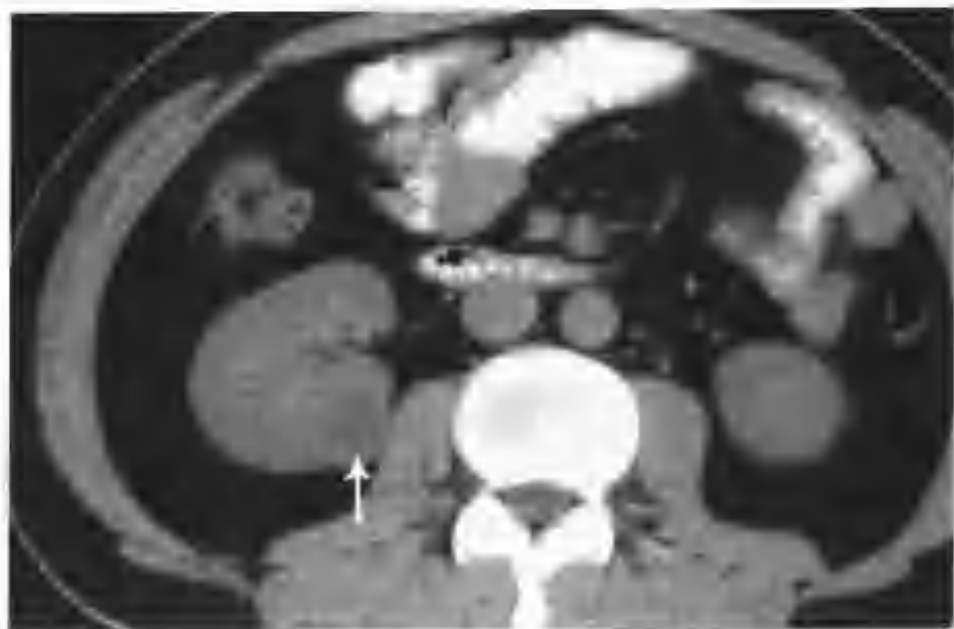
右肾透明细胞癌 (CT 示右肾门后方有一个 $2.0\text{cm} \times 2.5\text{cm}$ 的病灶 (箭头), 平扫密度稍低, CT 值 26HU (正常肾实质 CT 值 34HU)
